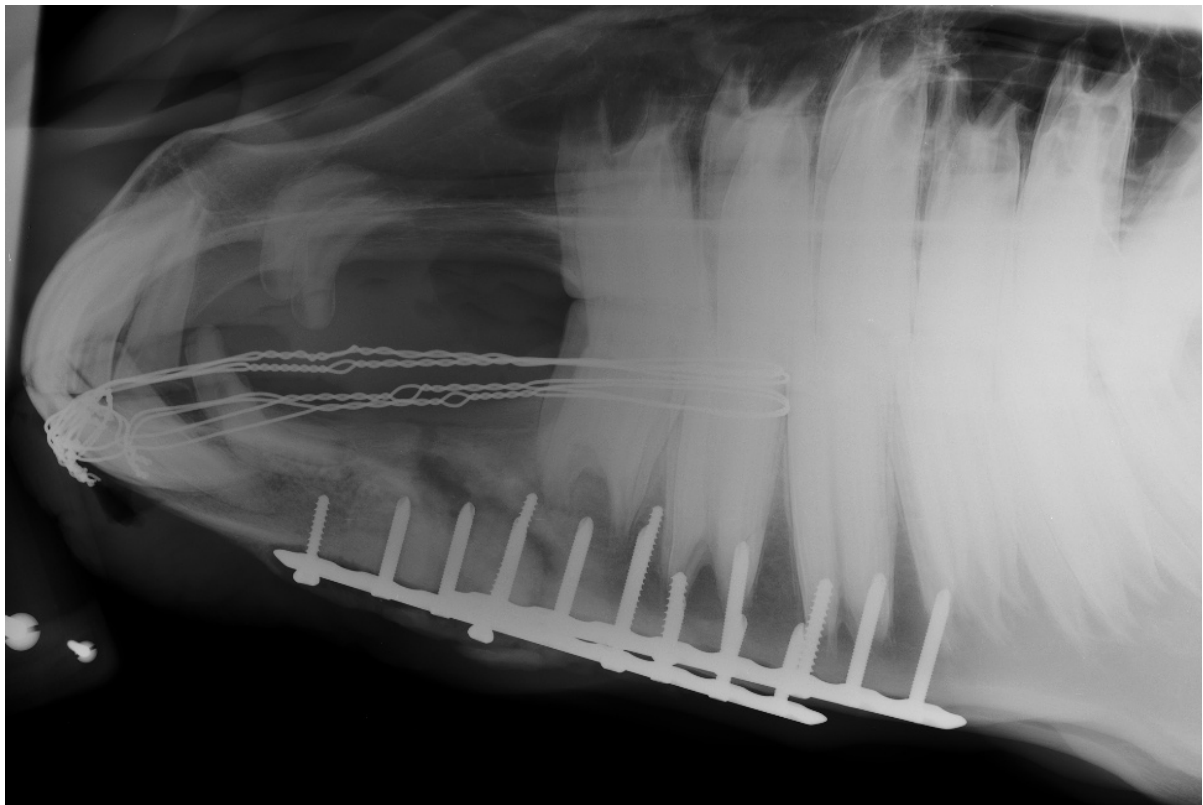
Röntgenaufnahme 10 Wochen postoperativ der Kieferfraktur in Abb. 5
